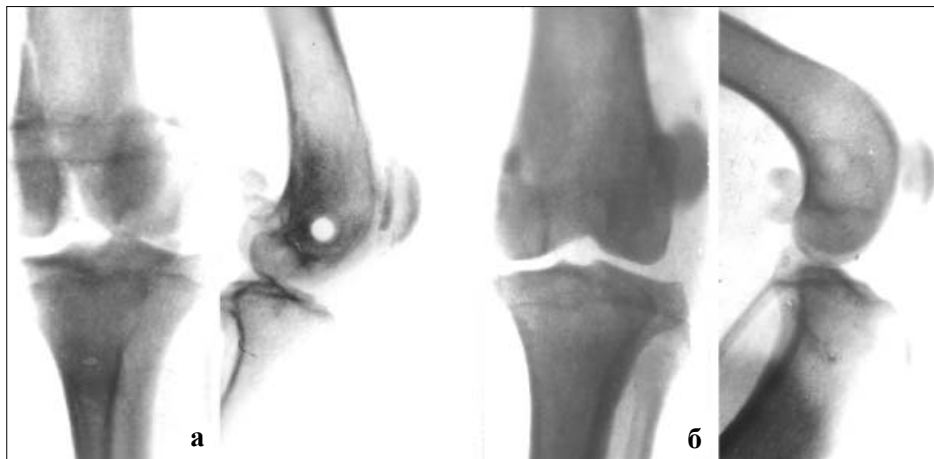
Рентгенограми дистального кінця стегнової кістки після остеосинтезу гвинтом з полігліколіду (а) і через 2 роки після операції (б).
